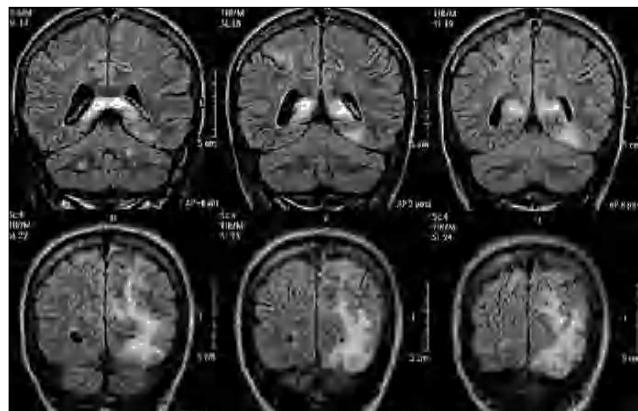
RM. Lesiones múltiples hipodensas corticosubcorticales, sin captación de gadolinio y con un ligero efecto masa.
